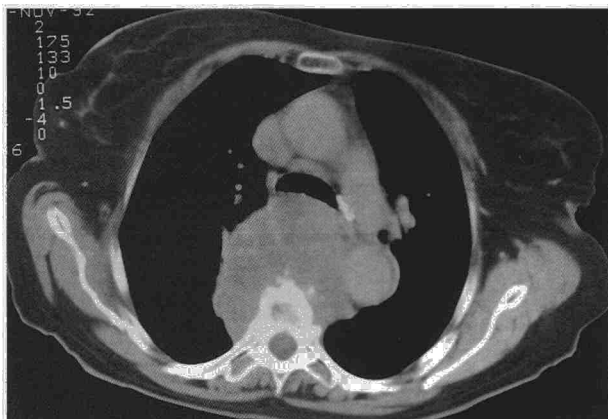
TAC de tórax. Masa que ocupa mediastino posterior y medio, erosionando la cara vertebral anterior y comprimiendo la tráquea.
